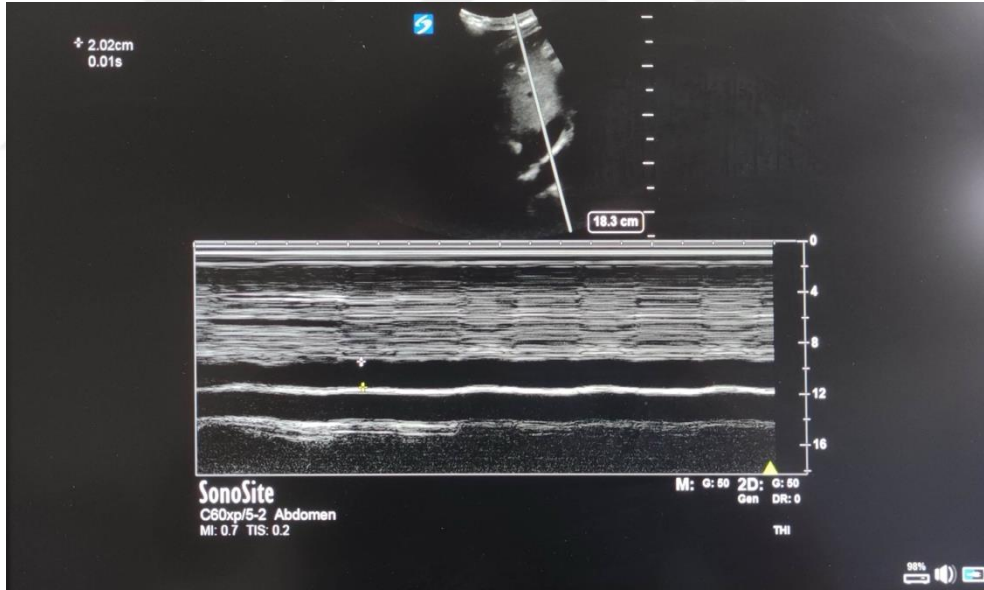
Sonosite x-porte USG cihazı
